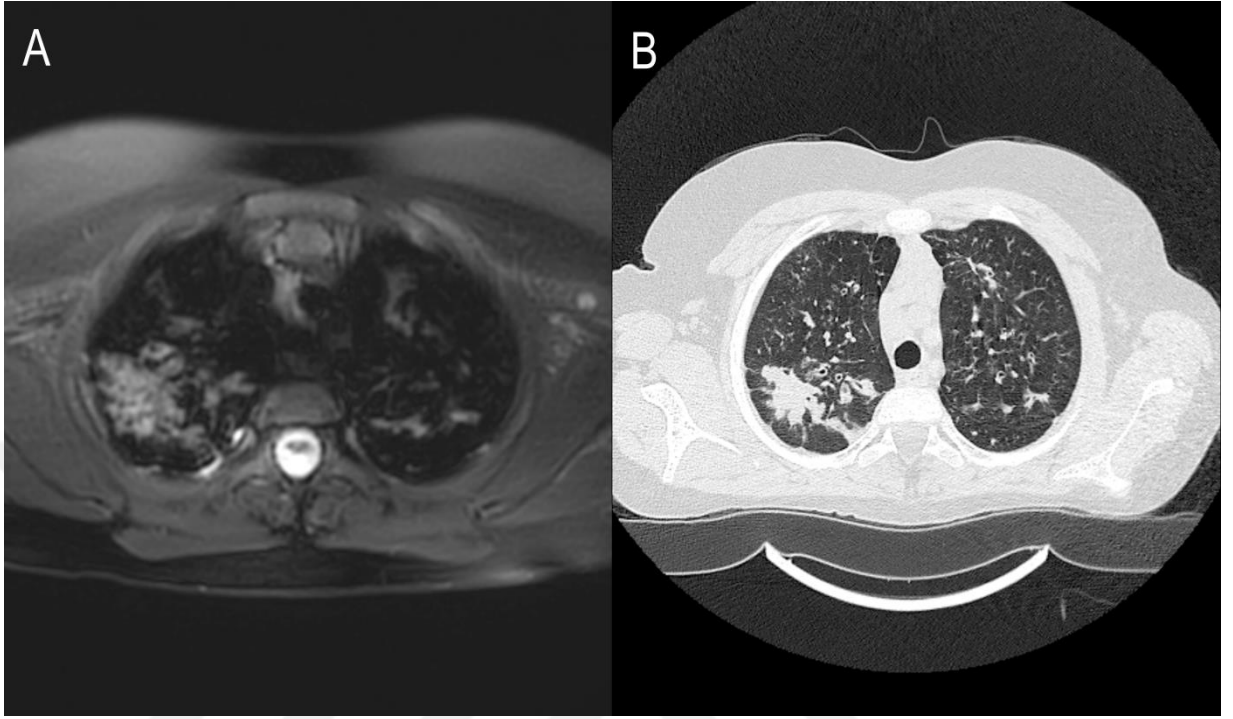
Pnömoni ile takip edilen hastada MRG ve kontrastlı BT kesitleri görülüyor. A.Toraks MRG’de aksiyel kesitte bilateral konsolidasyon-infiltrasyonlar ve subkarinal lenf nodu (yıldız) ile sağ plevral aralıkta minimal plevral mayi izlenmekte. B. Parankim penceresinde değerlendirilen BT’de infiltrasyonlara ek olarak solda alt lob süperiorda 2 mm çaplı kalsifik nodül (ok) mevcut. Nodül MRG’de ayırt edilememekte. BT’de plevral sıvı ve lenf nodu parankim penceresinde net değerlendirilememekte.
